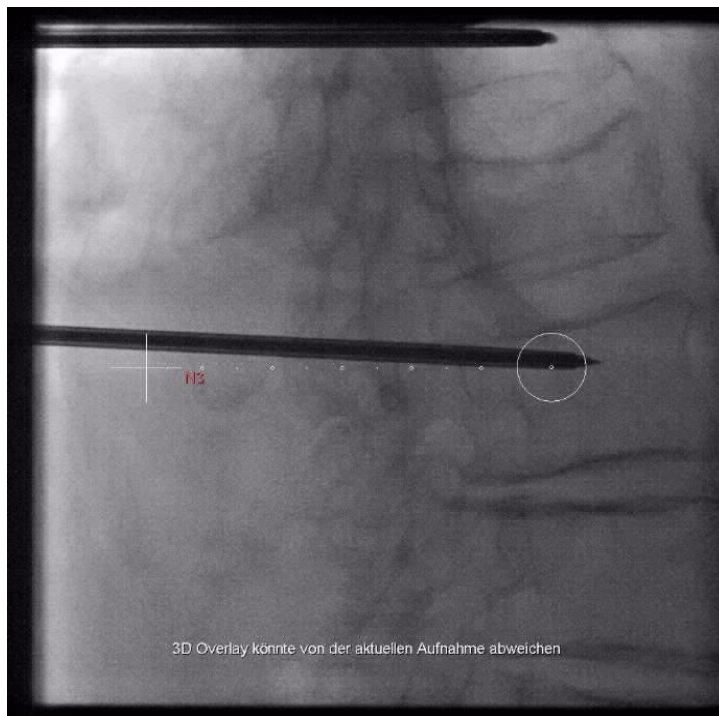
Röntgen, laterale Ansicht. Einbringen der Nadel N3. Die gestrichelte Linie zeigt den geplanten Pfad an, der Punkt im Kreis das geplante Isozentrum. (Eigenes, unveröffentlichtes Bildmaterial).
